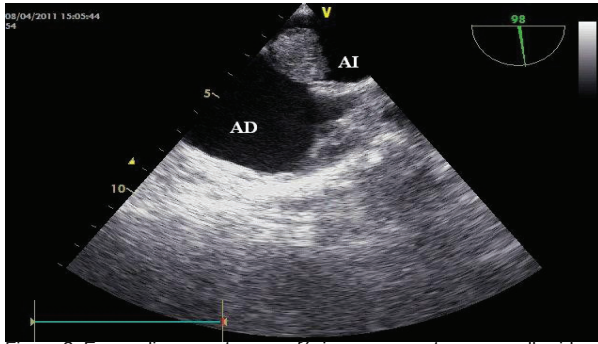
Ecocardiograma transesofágico que muestra masa adherida al septum interauricular (alrededor de fosa oval), en aurícula izquierda (AI). Aurícula derecha (AD).
